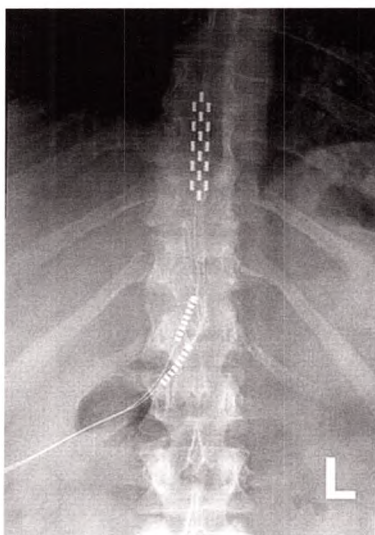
C Radiographie du rachis thoracolombaire de face.
